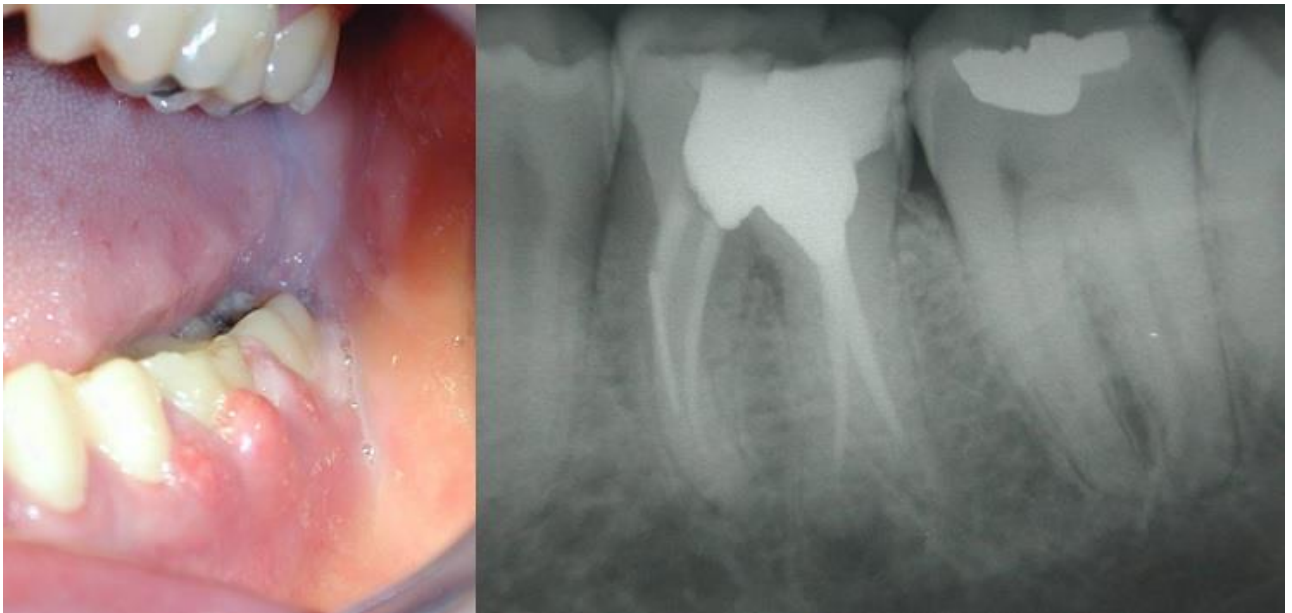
No siempre hay una correlación entre la manifestación clínica y el grado de lesión periapical. Y no hemos de olvidar las condiciones clínicas sintomáticas como la pulpitis sintomática irreversible, la periodontitis apical sintomática y el absceso apical agudo que pueden ser extremadamente dolorosas (106).
